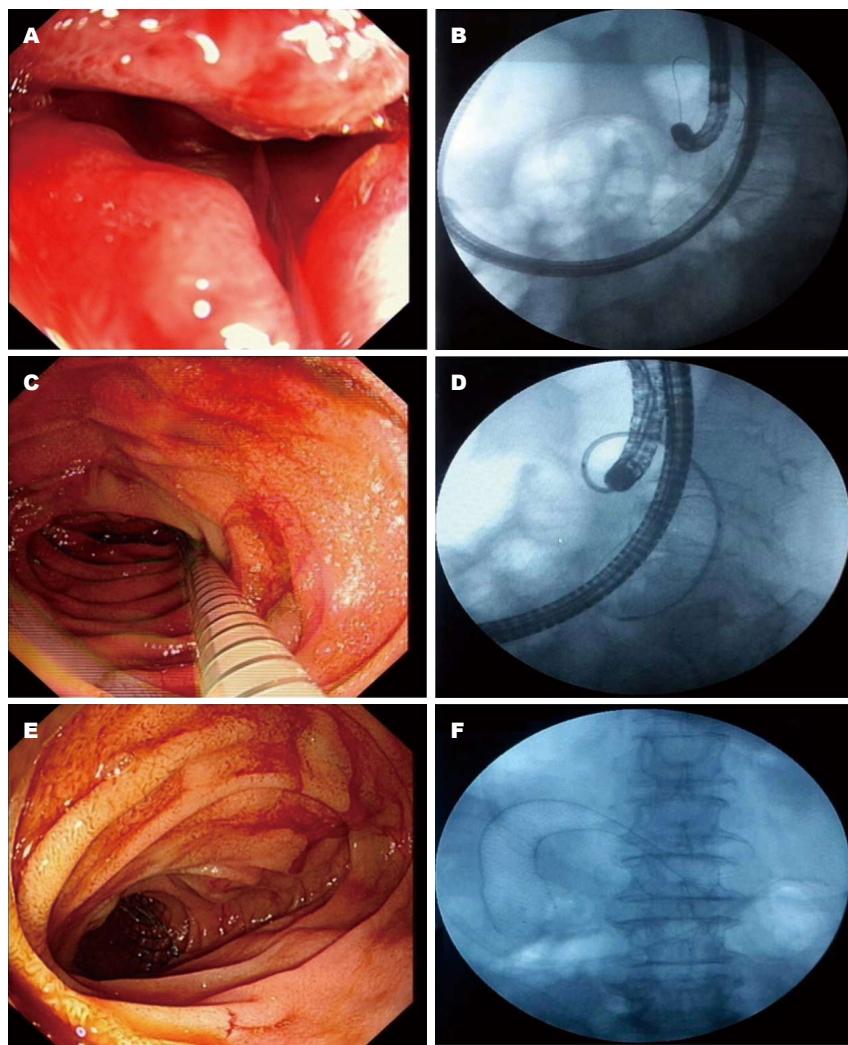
小肠金属支架放置术. A: 患者经口BAE检查提示空肠上段恶性肿瘤伴梗阻, 行小肠金属支架置入术, BAE下导丝通过狭窄段; B: X线透视确认导丝通过狭窄段; C: 经结肠镜活检孔道送入金属支架; D: X线透视下打开金属支架; E: 释放后的金属支架; F: 金属支架置入成功后的X线影像. BAE: 气囊辅助内镜.
